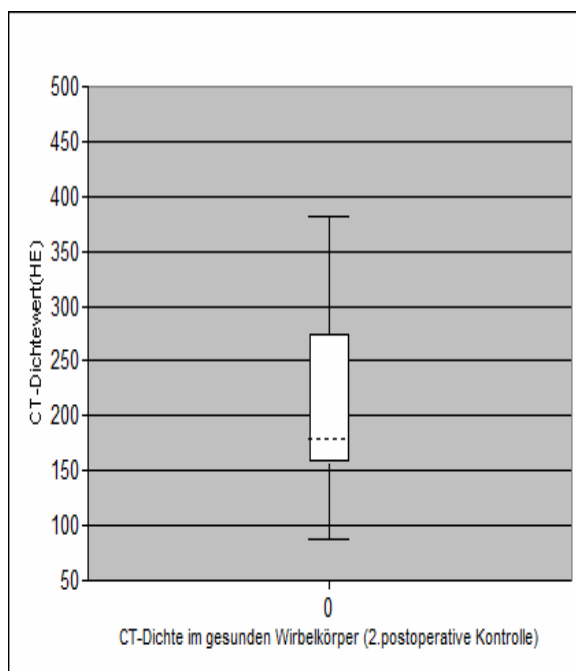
Boxplot der CT-Vergleichswerte (HE) im gesunden Wirbelkörper (zweite Kontrolle)
